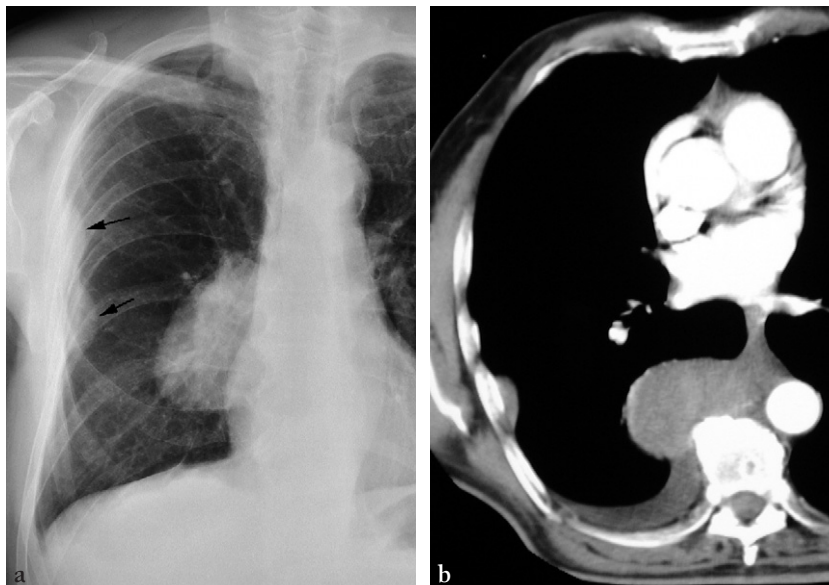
Radiographie thoracique (a) et coupe TDM (b) de localisations pleurales d'un lymphome non hodgkinien avec opacités latéro-thoraciques droites, présentant des angles de raccordement obtus avec le poumon sous-jacent (flèches), et d'une masse tumorale paramédiastinale postérieure droite.
